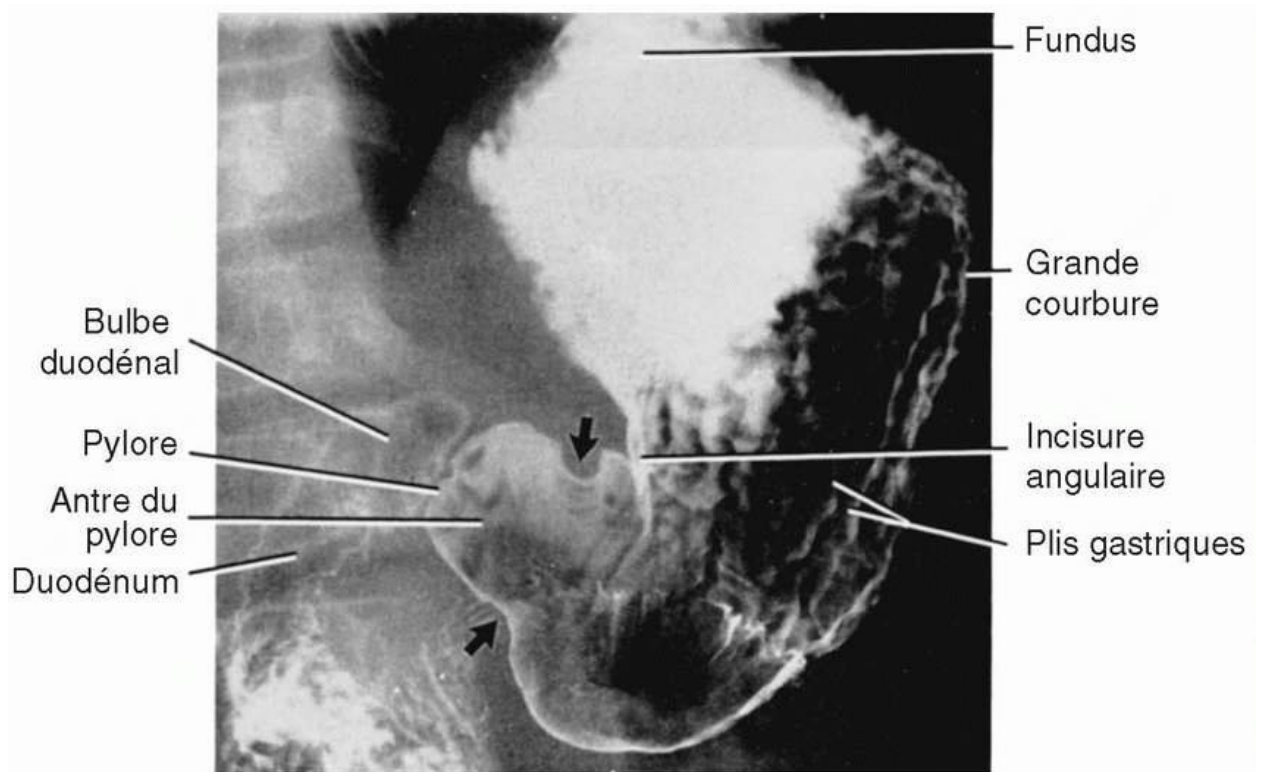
Radiographie de l'estomac et du duodénum après un repas baryté. Notez les structures marquées. Les flèches pleines indiquent un mouvement péristaltique. Reproduction
